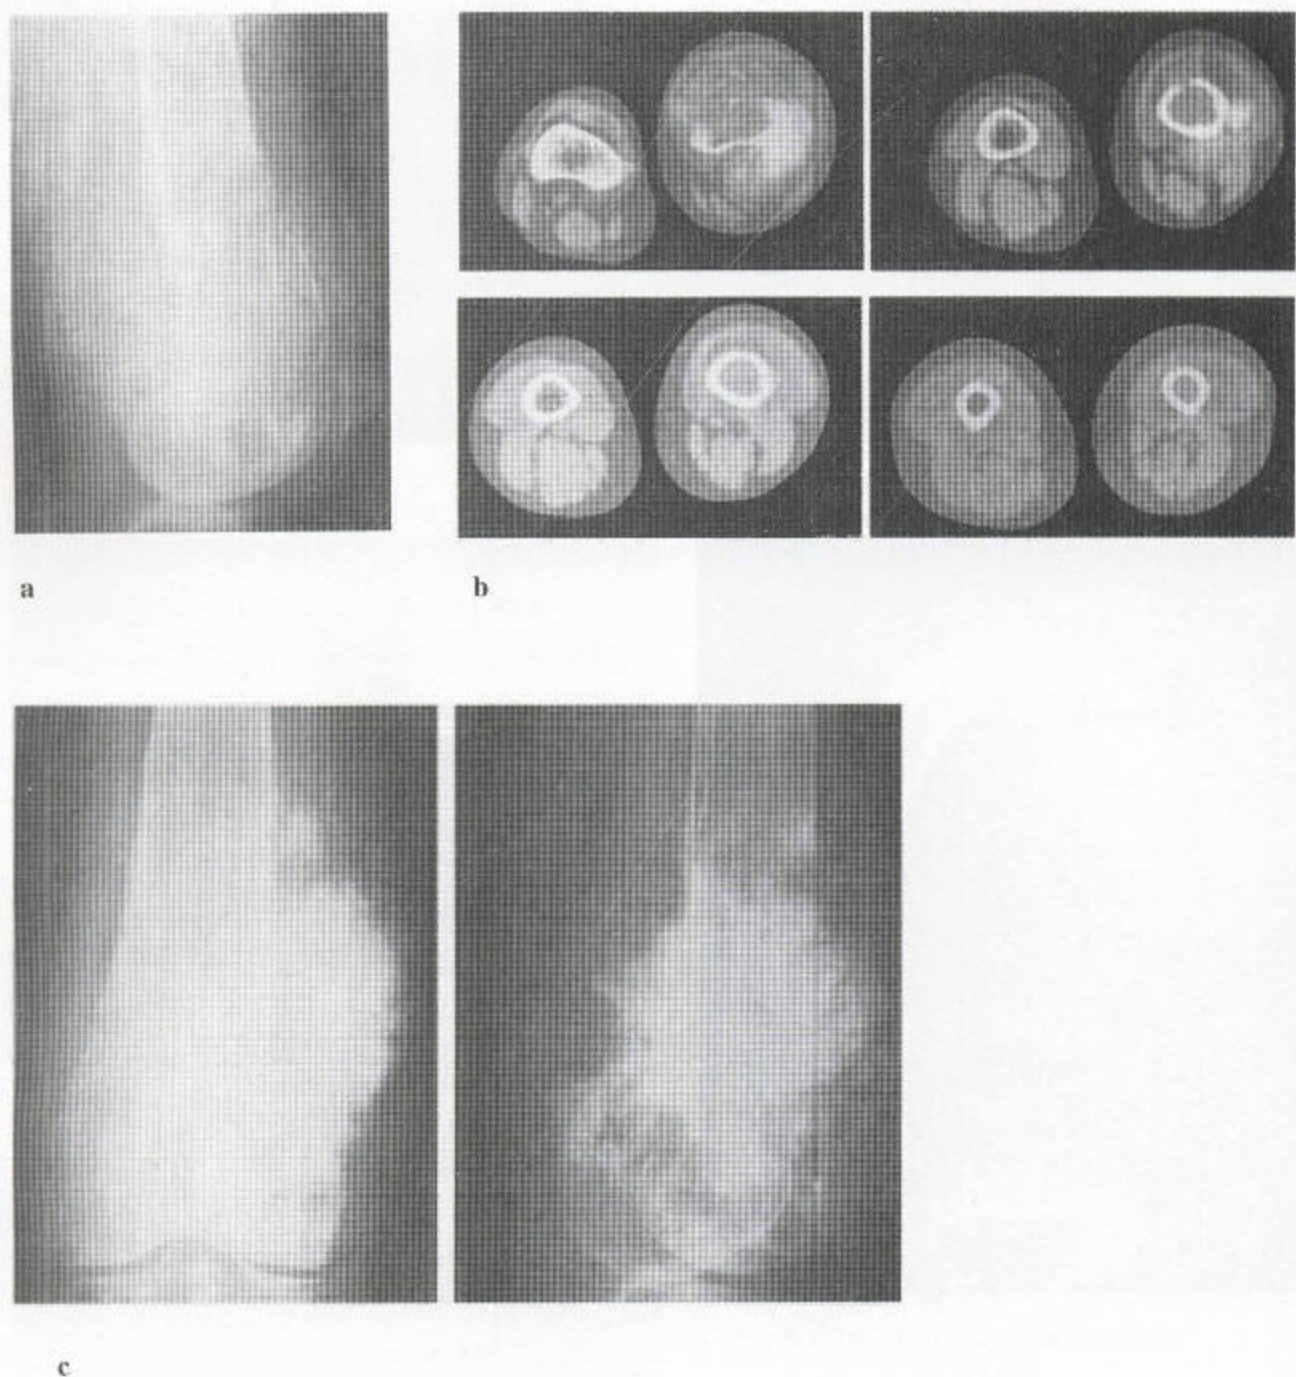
骨源性肉瘤 (a) 股骨远端有一巨大的软组织块。前面可见坏死皮质的残存物，后部以溶骨性改变为主。有一些肿瘤新生骨，其边界不清。后部皮质“碟形塌陷”或受侵蚀，此为恶性病变重新进入的特点。(b) CT 扫描上，此肿瘤沿髓质穿透，最终突破股骨皮质，前面伴一巨大的软组织块，该肿块骨有少许骨化区。该肿瘤新生骨大部分位于侧后方，并伴有另一个巨大的软组织肿块。(c) 放射线治疗后，肿瘤内进一步骨化。这种粗糙、杂乱的骨化在类型上既有无定型的又有日光型的。
